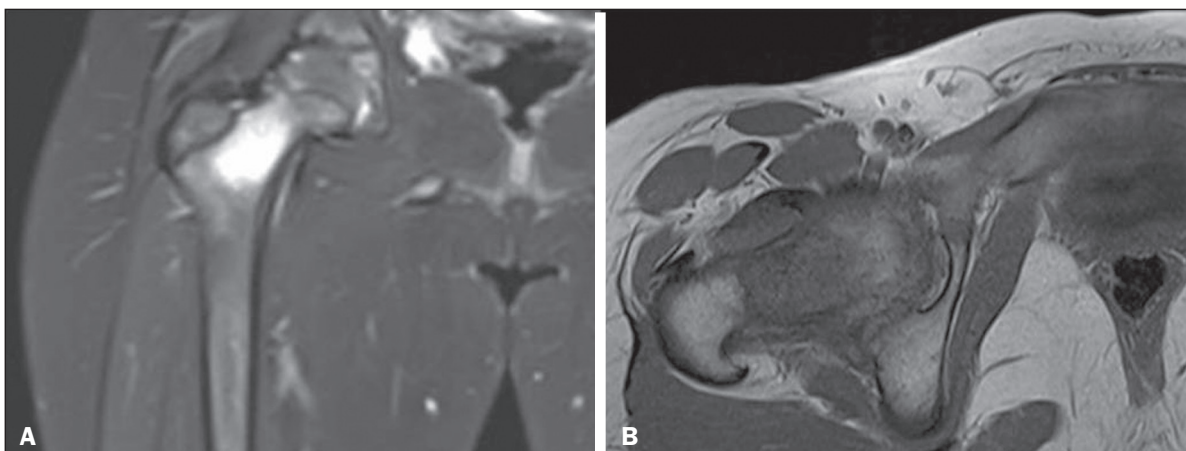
Osteomielite em paciente do sexo feminino, 9 anos. RM da coxa direita no plano coronal ponderada em T2 com supressão de gordura (A) e plano axial ponderada em T1 (B) identificando área com hipossinal em T1 e hipersinal em T2 na medular óssea do colo femoral direito, com discreta reação periosteal, sem erosão da cortical óssea, apresentando extensão para os planos musculares adjacentes.
